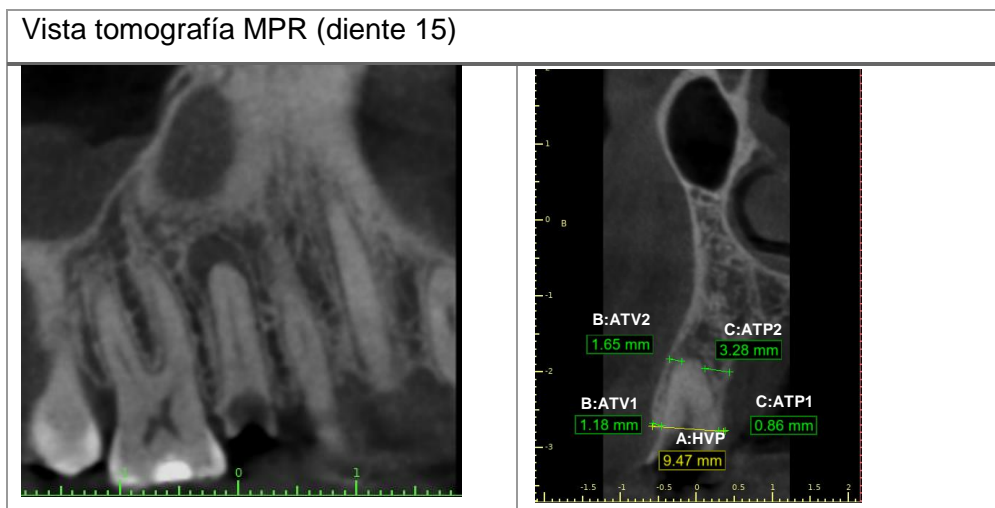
Medidas lineales en tomografía inicial
